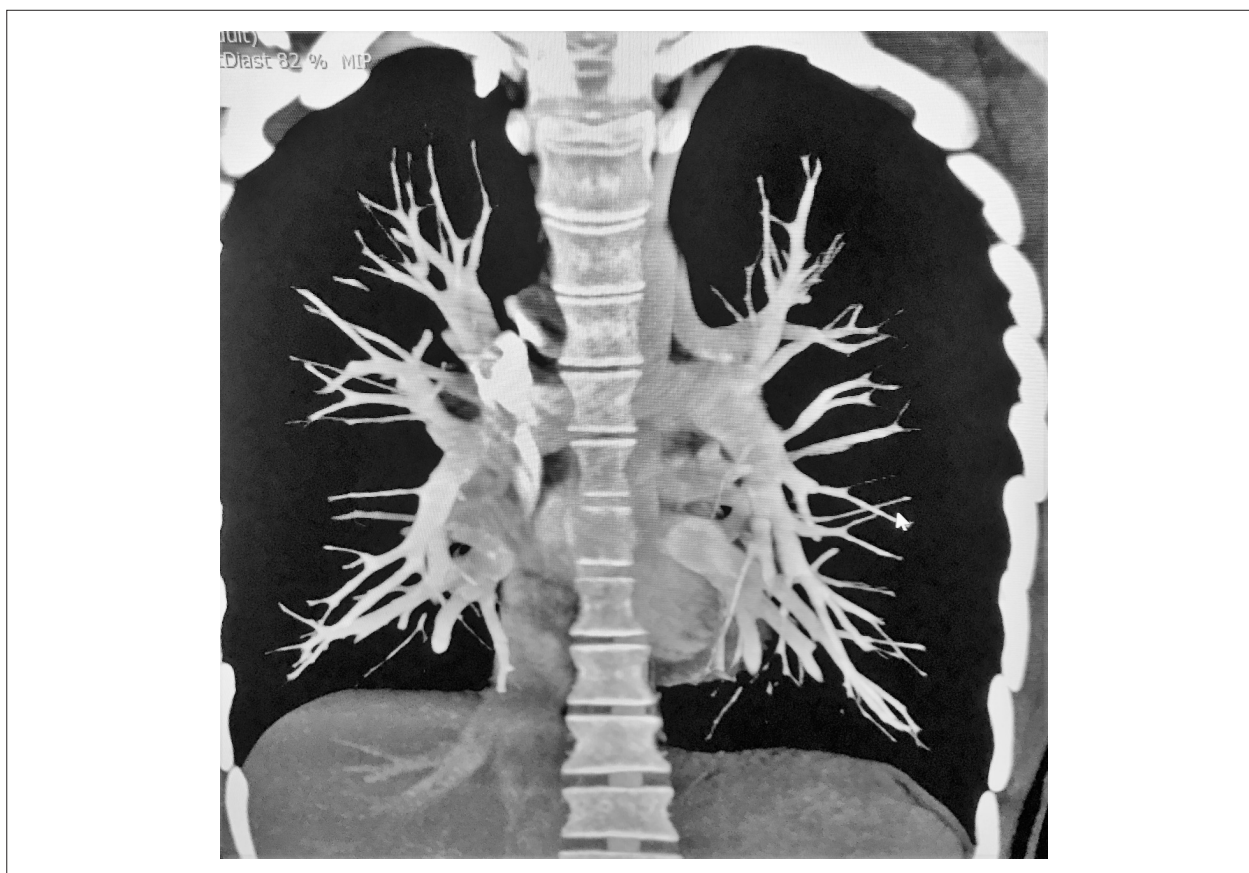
Angiotomografía demostrando 4 venas pulmonares drenando en el atrio izquierdo.
